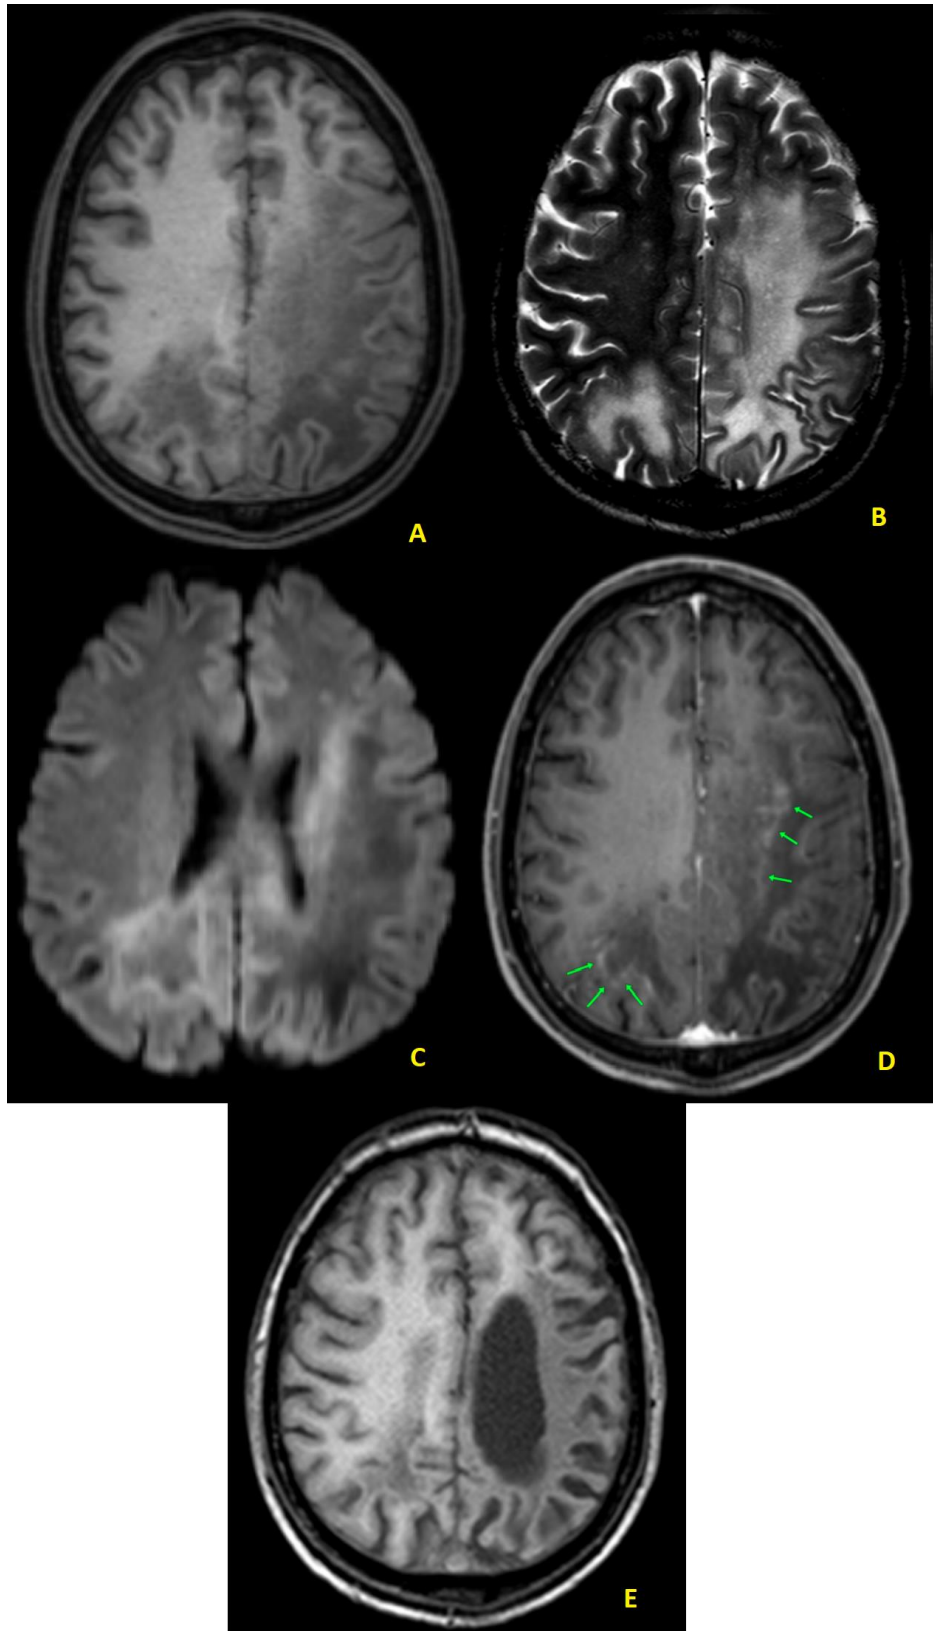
Sexo masculino, PCR positivo para o JC no LCR. Lesões grandes e confluentes no centro semioval esquerdo (A). Observam-se focos puntiformes de prolongamento T2 em meio às lesões (B). Há hipersinal DWI (C) e realce pós-contraste pontilhado (D, setas) na periferia. Observa-se perda de volume nos locais após oito meses de evolução (E).
